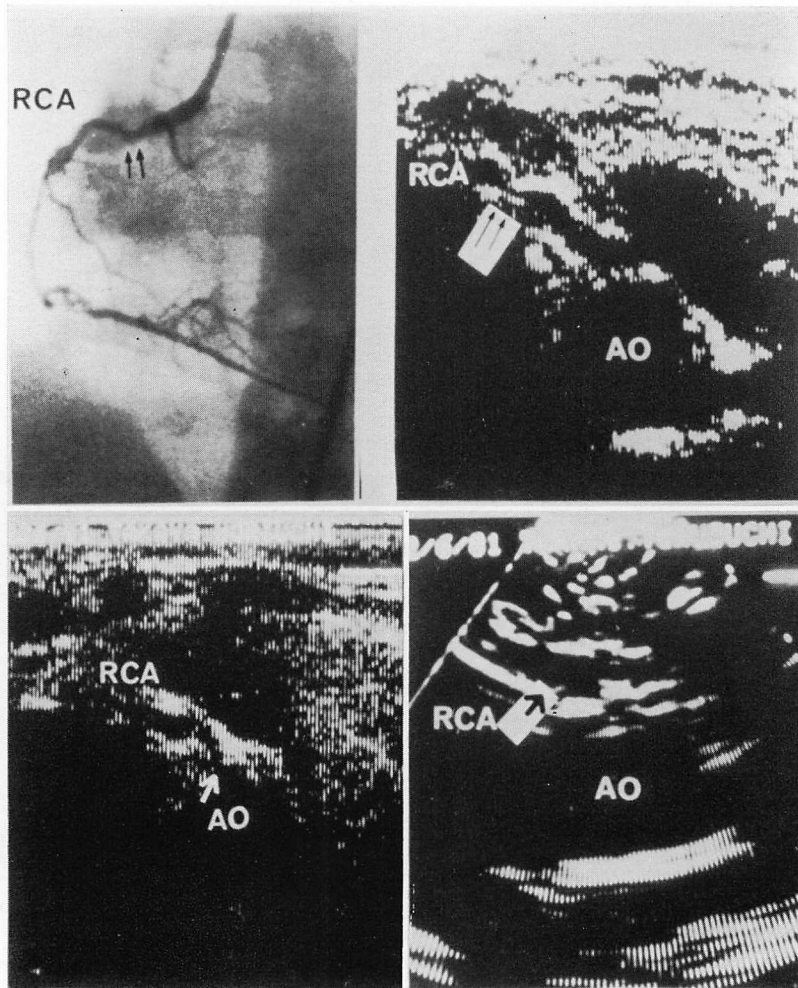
Two-dimensional echocardiograms and coronary angiogram from a case of Kawasaki disease with stenosis in the right coronary artery (2.5 years old male).
